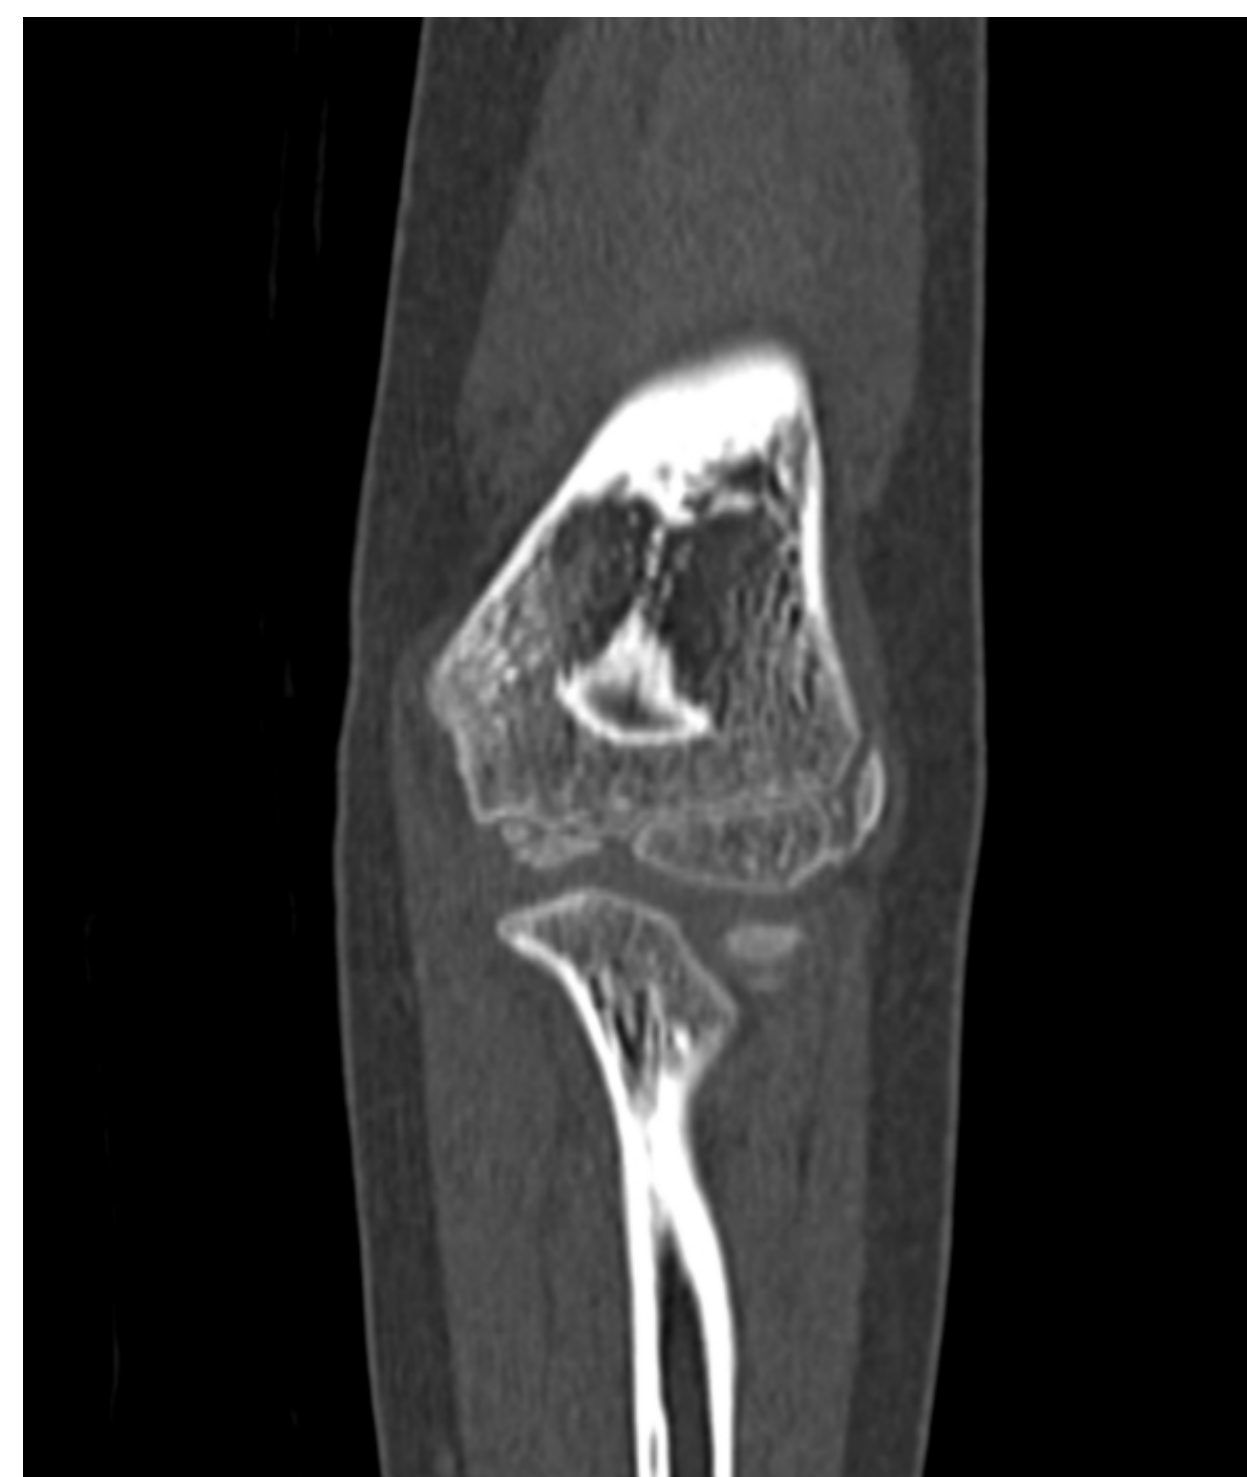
TC codo derecho.
